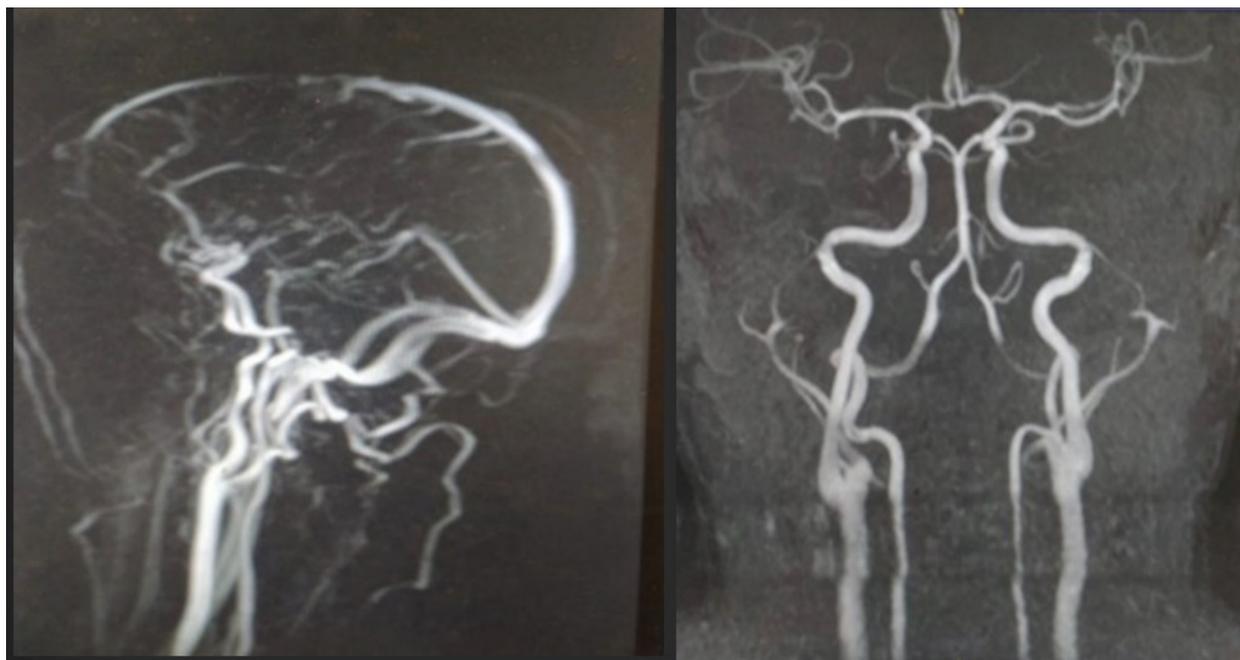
Resonancia magnética (RM) cerebral
